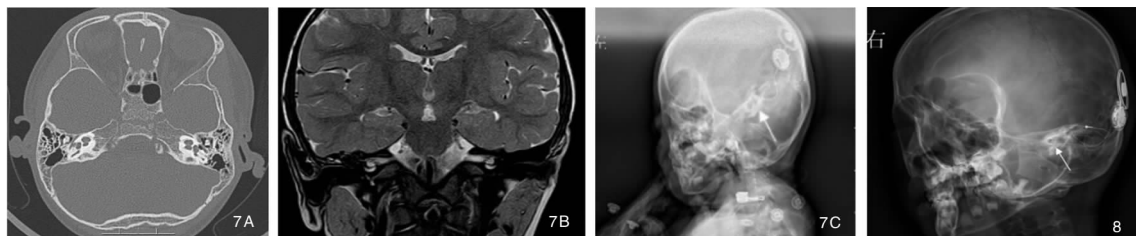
1例Mondini畸形患者术中出现脑脊液“井喷”现象 7A:患者术前CT示双侧耳蜗发育畸形,耳蜗周数减少;7B:患者术前MRI示双侧耳蜗周数减少,仅2圈;7C:患者术后耳蜗位片示左侧耳蜗内电极在位(箭头所示) 图8 术后耳蜗位摄片示患者耳蜗内电极在位(箭头所示)
